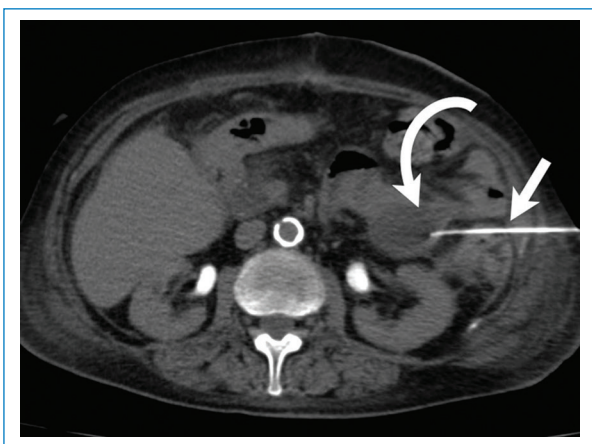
Hombre de 52 años en contexto posquirúrgico (hemi colectomía por cáncer colorrectal) con colección abdominal. Punción aspiración bajo tomografía de colección (flecha curva) con trasgresión inadvertida del colon descendente (flecha).
